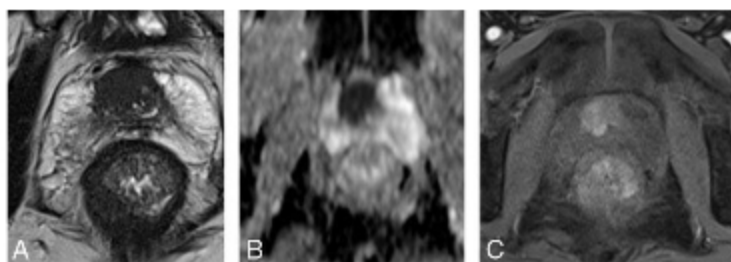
Imagerie IRM de prostate.
